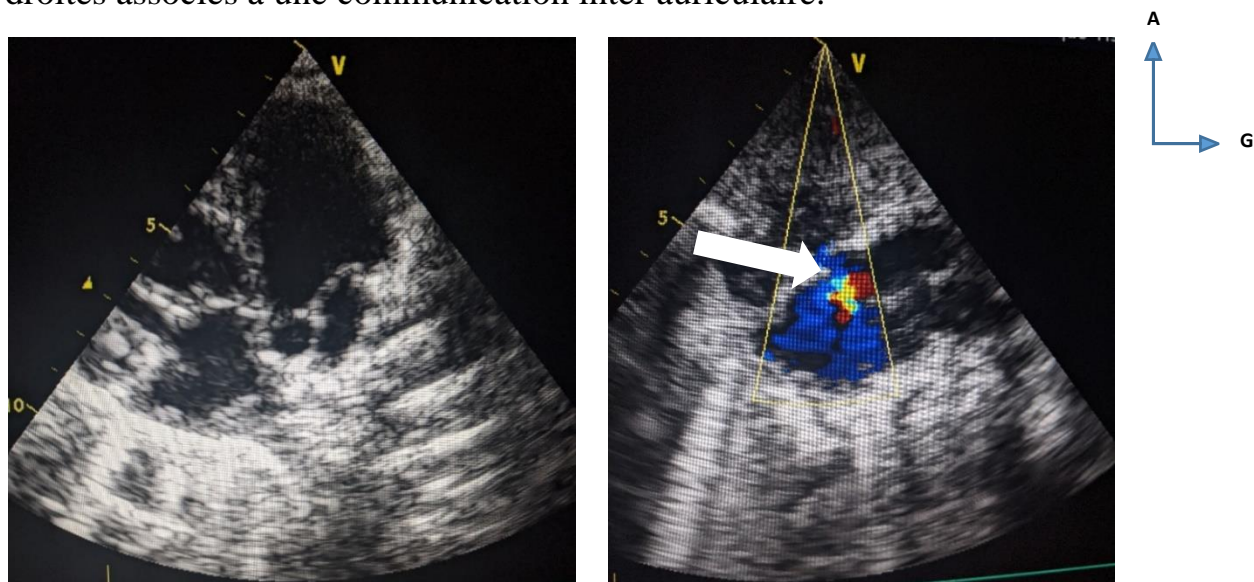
Échocardiographie montrant la dilatation des cavités cardiaques et une communication inter auriculaire (flèche).
